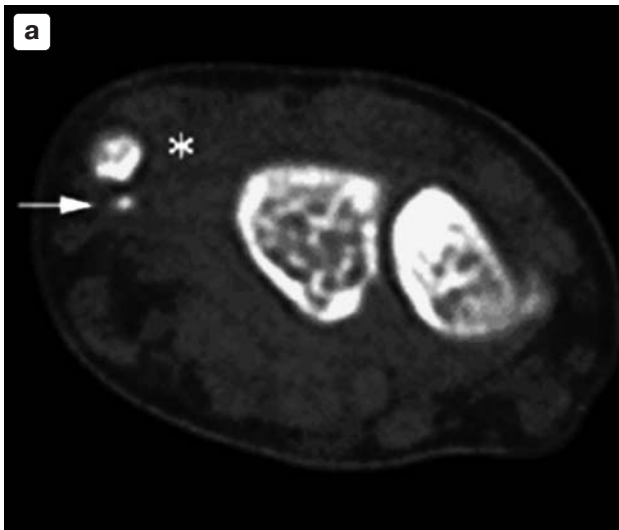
Краевой отрывной перелом шиловидного отростка правой локтевой кости (стрелка), отек мягких тканей в области локтевой коллатеральной связки (*); а – аксиальная компьютерная томограмма на уровне лучезапястного сустава.; б – 3D-реконструкция. По данным МРТ – повреждение локтевой коллатеральной связки.
